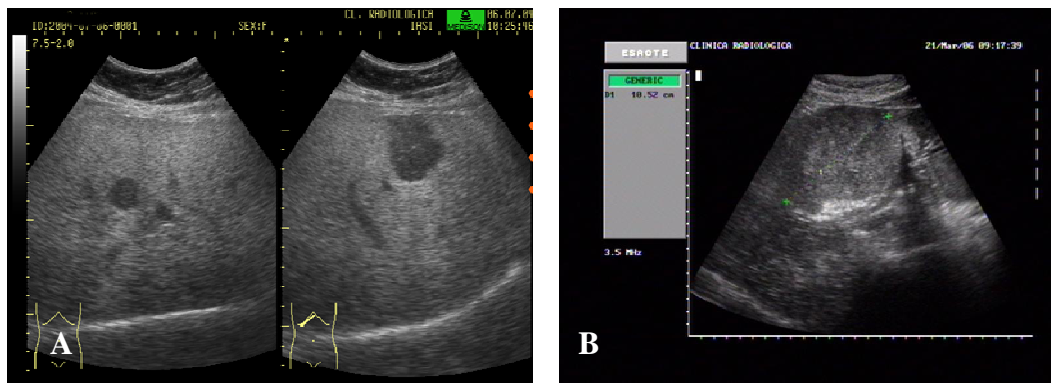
Ecografie hepatică
